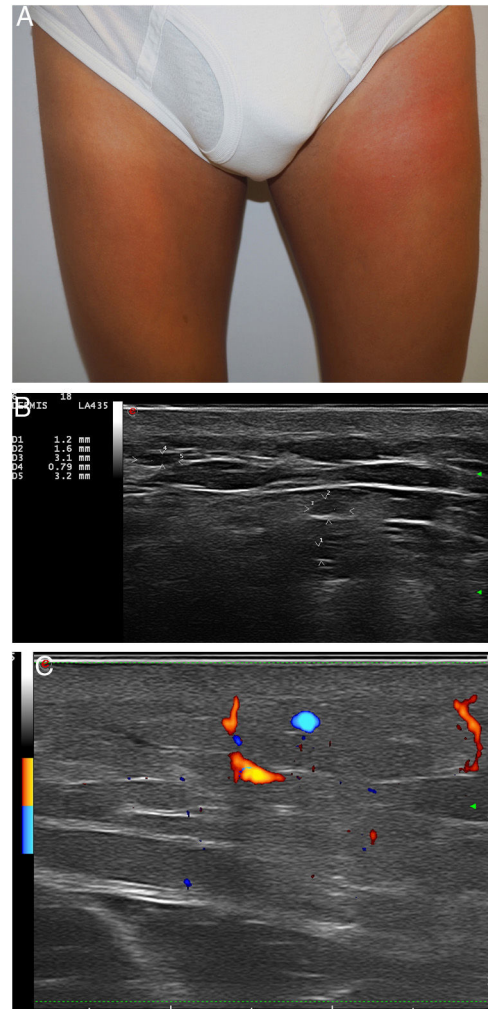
Caso 5. A) Placa eritematoedematosa en el muslo izquierdo. B) Numerosos pseudoquistes hipoeoicoicos/aneicoicos en el tejido celular subcutáneo (ecografía modo-B con sonda de 18 MHz). C) Aumento de la vascularización (ecografía modo Doppler color con sonda de 18 MHz).
